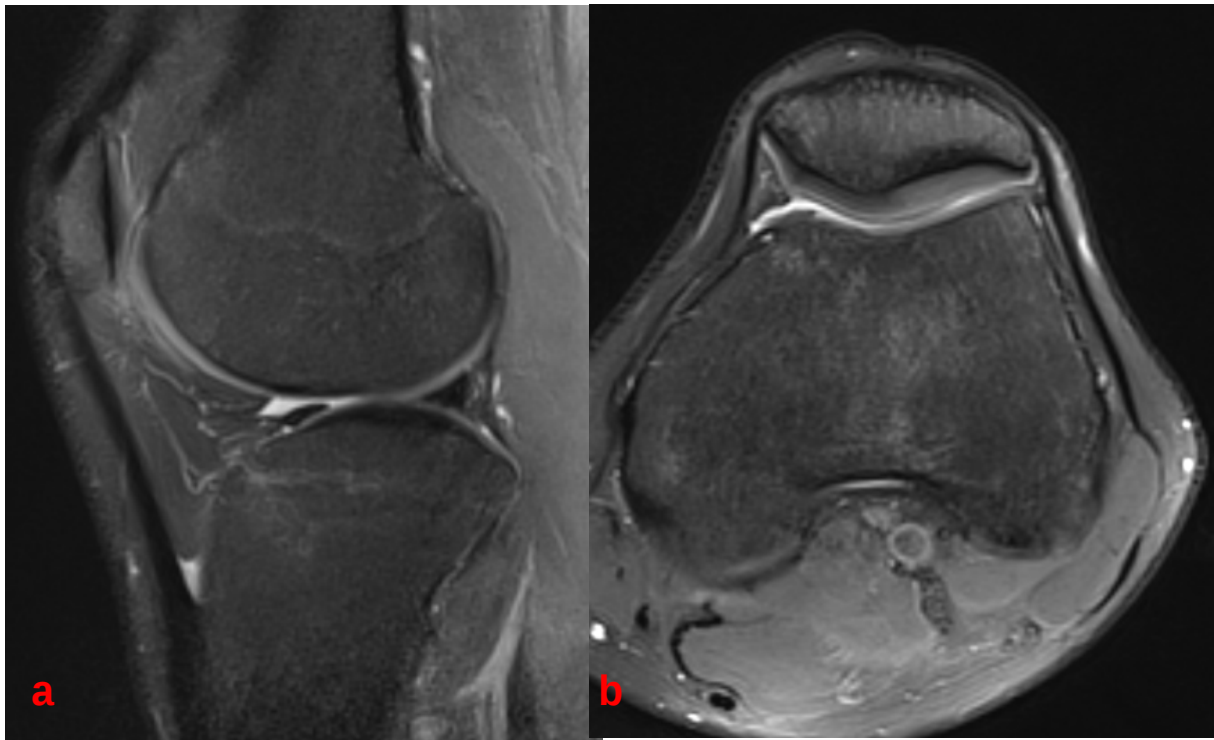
IRM de l'articulation du genou
